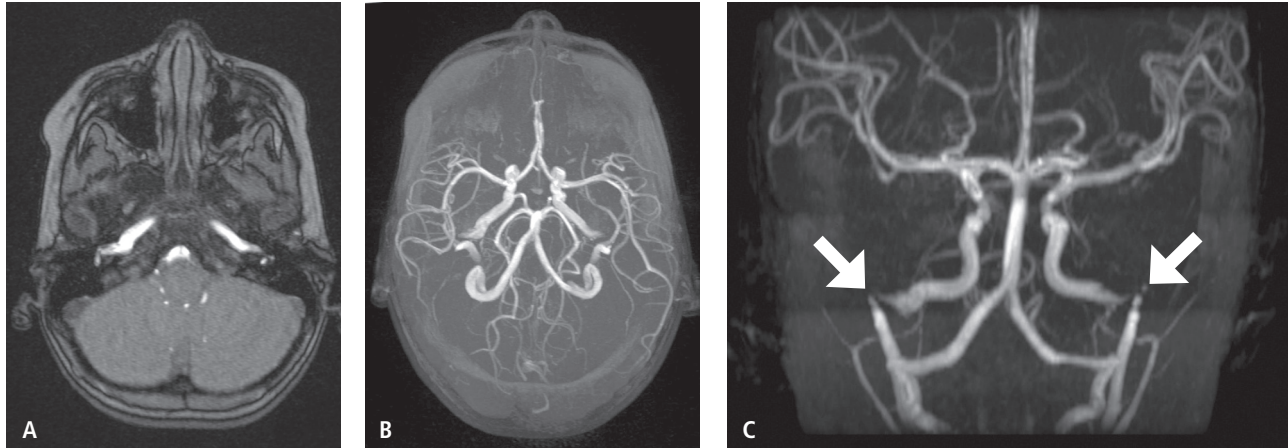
A) RM, imagen axial, muestra prolongación lateral de ambas carótidas internas hacia el oído medio. B) RM angiografía muestra el curso anómalo de ambas carótidas internas y su relación con el resto de los vasos intracraneales. C) RM angiografía muestra el trayecto aberrante de ambas carótidas internas aberrantes y su menor calibre al entrar al oído medio (flechas).
